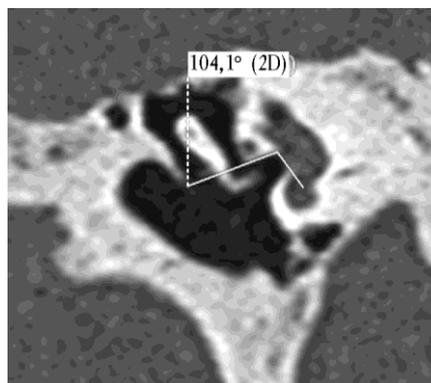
Томограмма пациента К., 41 год, косая проекция. Угол между подножной пластиной стремени и верхней стенкой ниши окна преддверия составляет 104°
